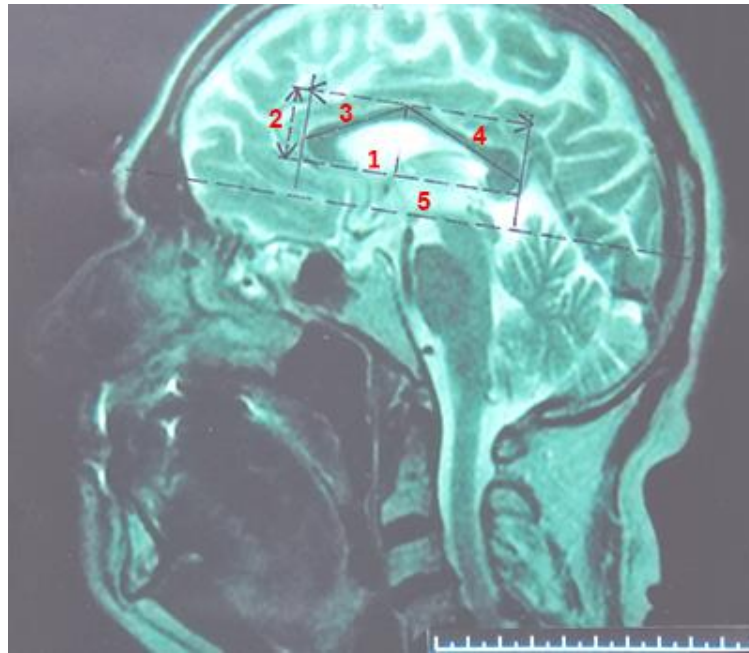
МРТ-зображення голови чоловіка II періоду зрілого віку у бічній проекції; принцип геометричного аналізу форми мозолистого тіла.
